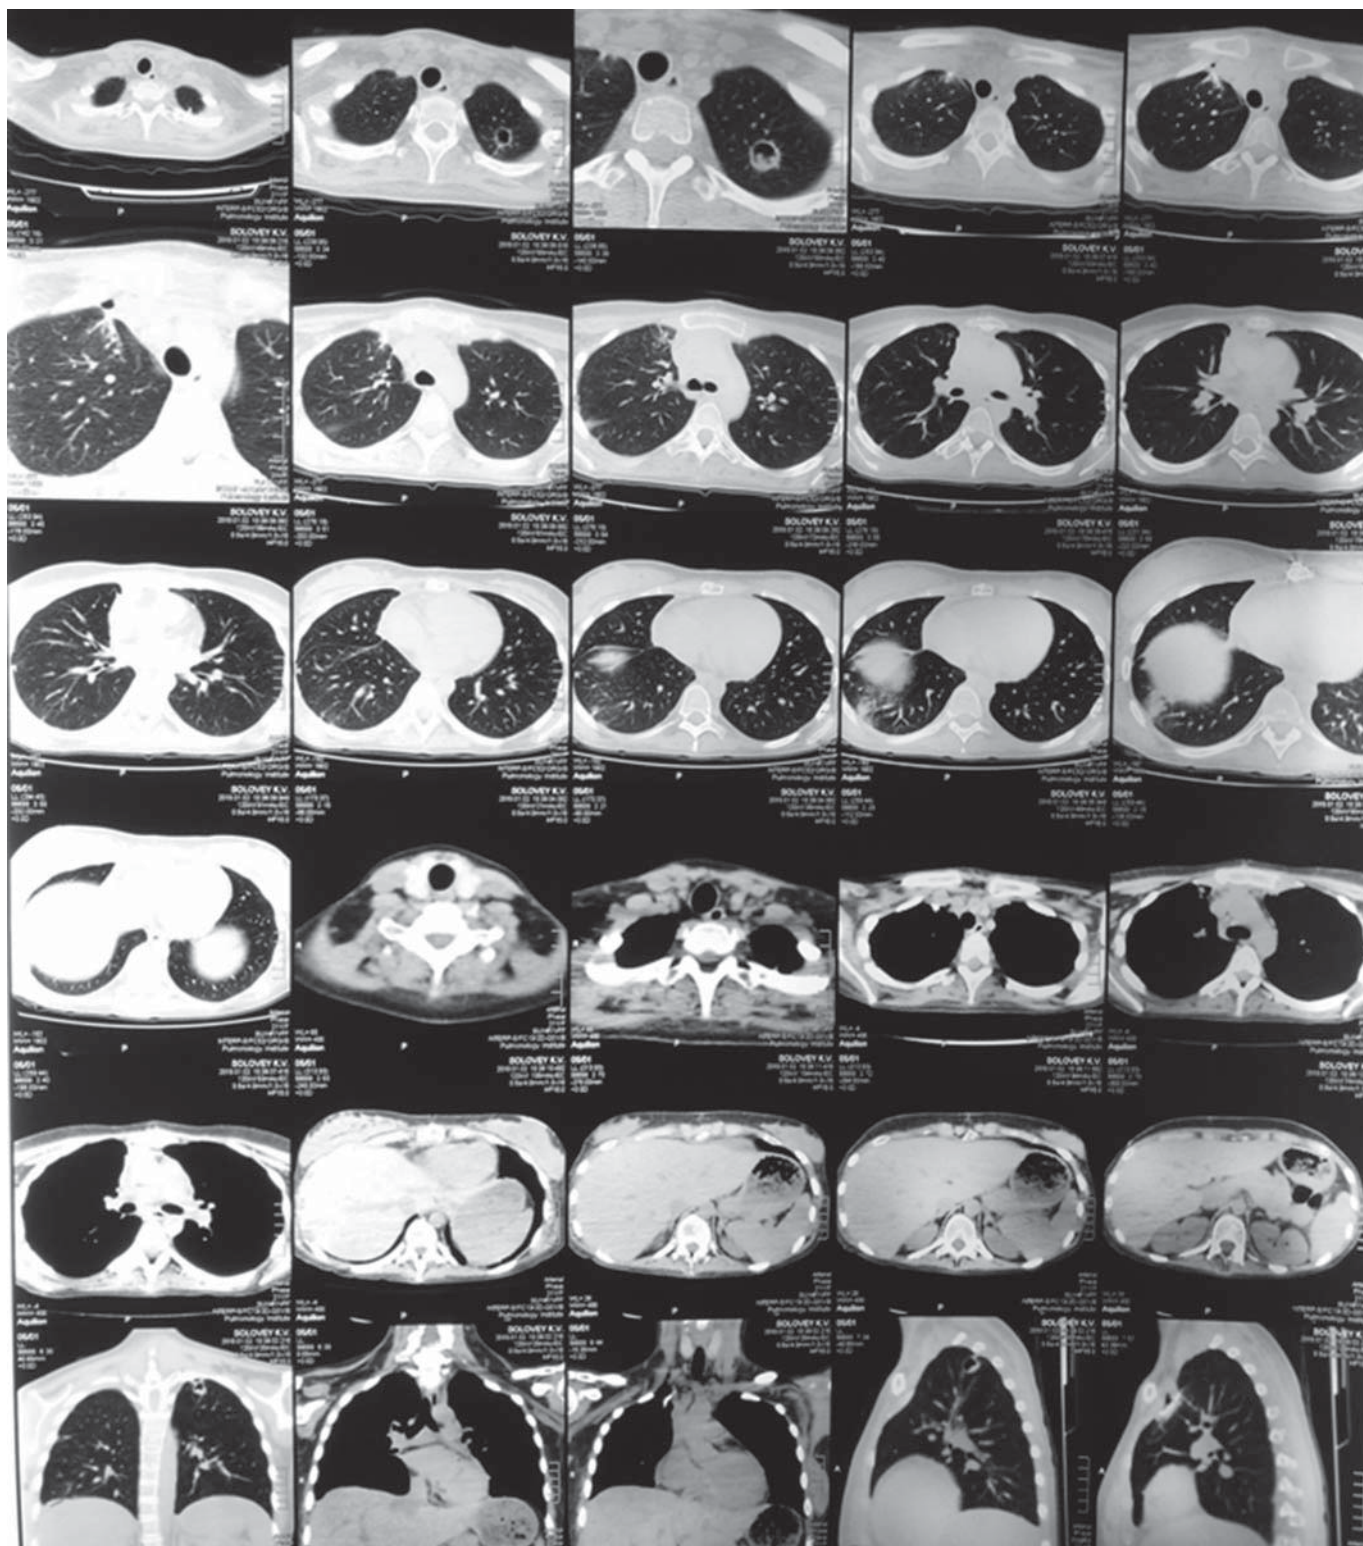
Комп'ютерна томографія органів грудної порожнини через 2 тижні після операції.
